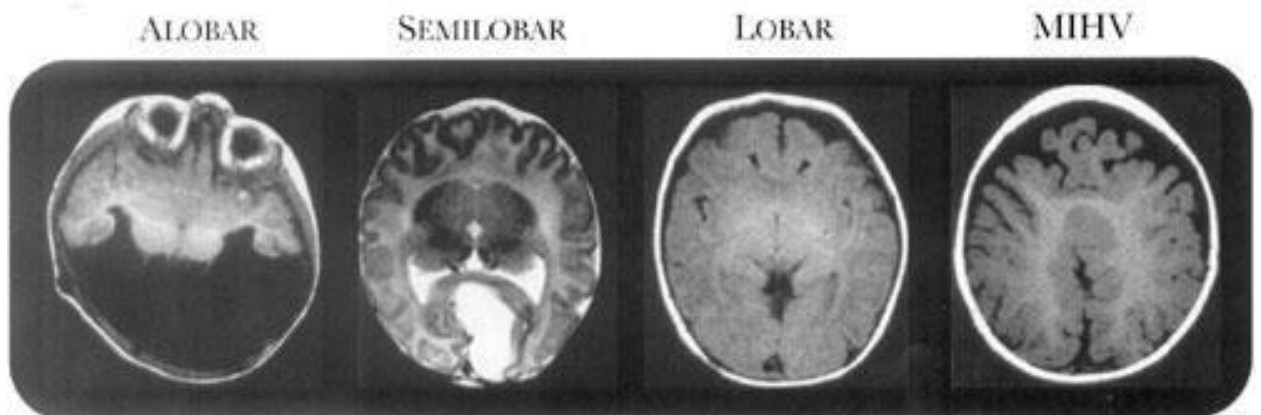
Corte axial de resonancia magnética nuclear (RMN) donde observamos los distintos tipos deHPE.
